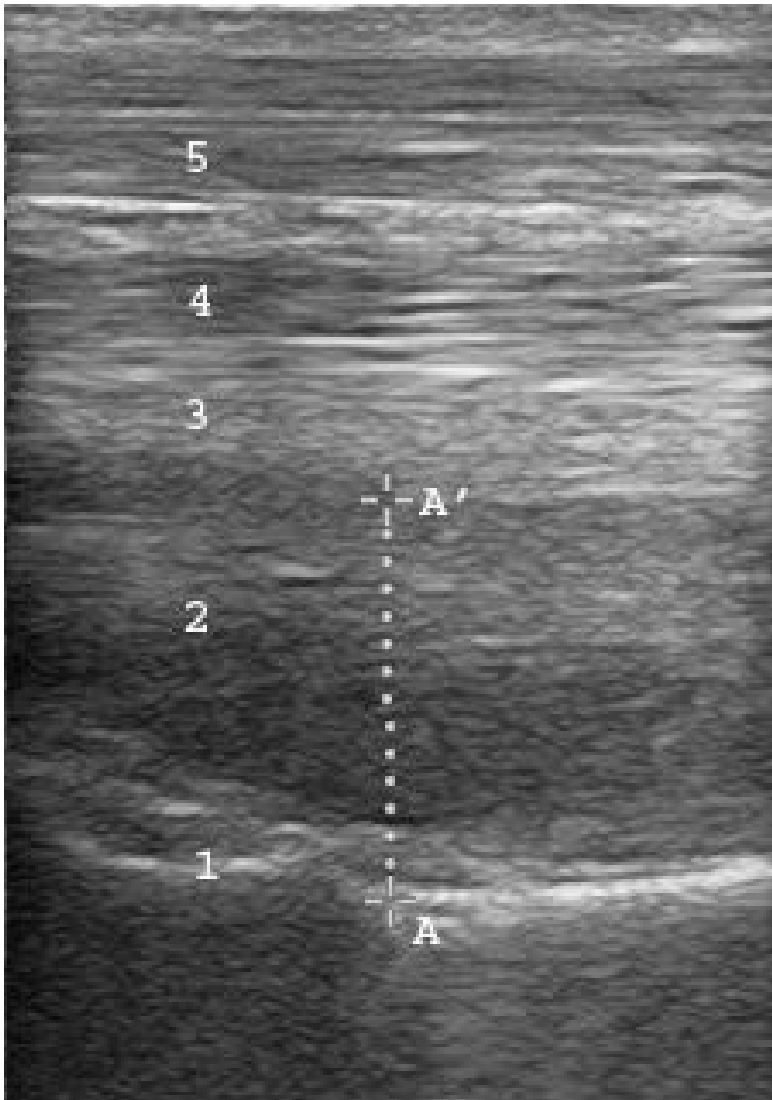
Ultrasonographische Darstellung des Sehnenpaketes im Bereich des proximalen Mt 3 (FTU) mit dorsoplantarer (DP-) Messung , Längsschnitt
